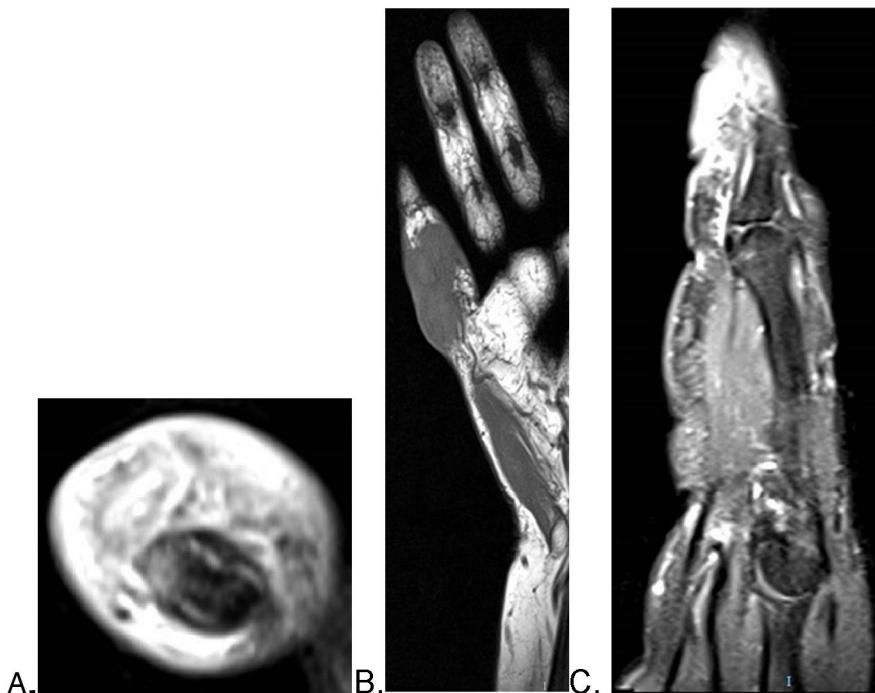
Imagen de resonancia magnética nuclear. A. Corte axial en T1 evidenciando compromiso de tendones flexores y extensores (flecha blanca) B. Corte coronal en secuencia T1 que evidencia masa de señal intermedia comprometiendo el aspecto anterior y medial de la falange proximal del meñique (flecha blanca) C. Corte sagital en T1 evidenciando masa de tejidos blandos sin componente óseo asociado. (Flecha blanca)
